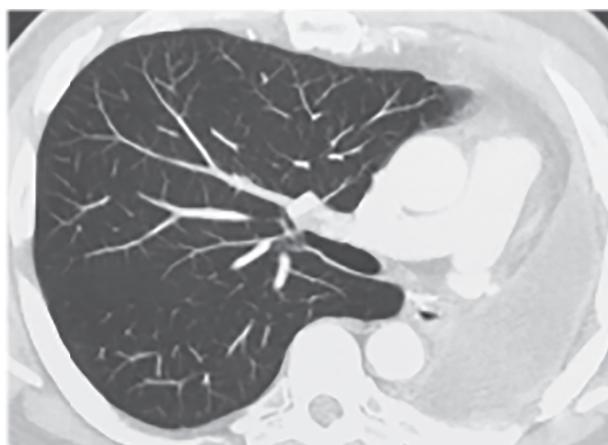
Пациент Л. КТ ОГП (2018г.), 9 лет после левосторонней пневмонэктомии.
